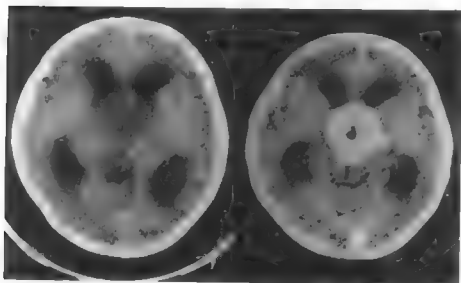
女3岁,第三脑室前部星形细胞瘤CT增强扫描,肿瘤均一强化,已向上突出超过室间孔,侧脑室对称性扩大
